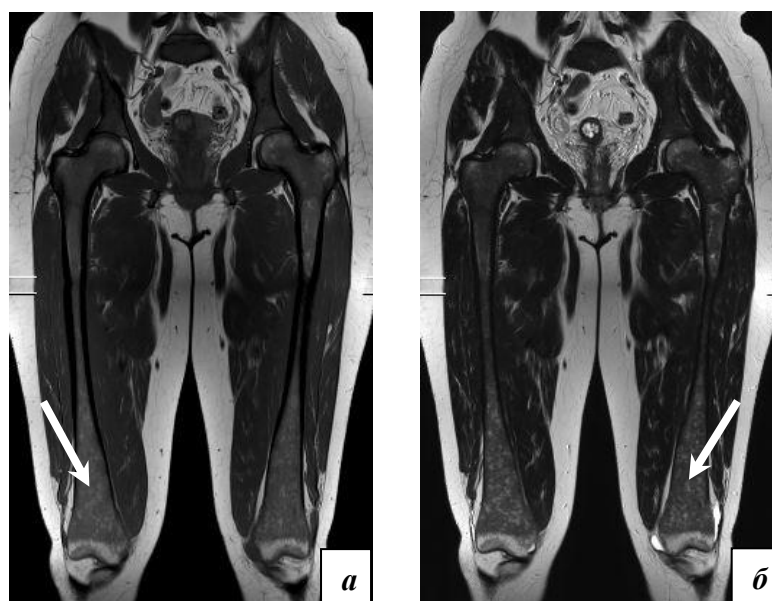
МРТ бедренных костей в корональной проекции (а: T1-ВИ, б: T2-ВИ режимы). Выраженная гомогенная инфильтрация костного мозга бедренных костей и костей таза. Распространенность – 4 области по модифицированной шкале Дюссельдорфа.
